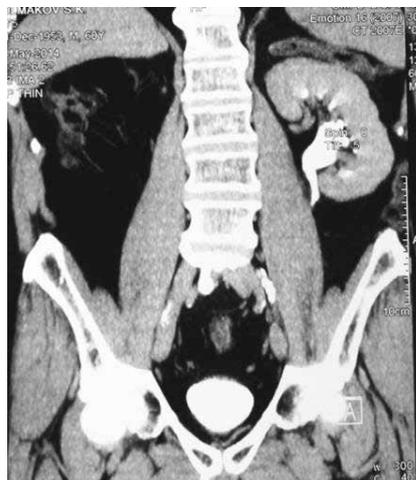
КТ брюшной полости через 14 мес после ЛАЭ слева. Функция единственной почки удовлетворительная, рецидива опухоли нет
